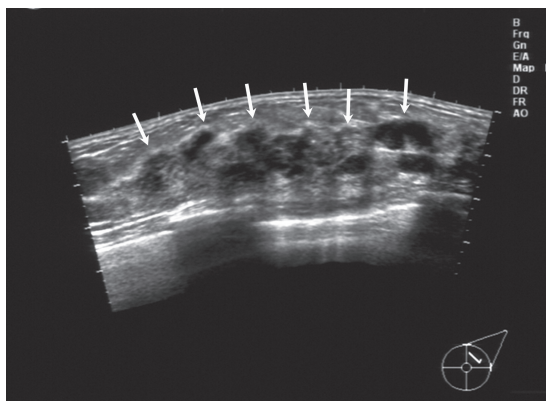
Ultrasonography shows diffuse hypoechoic nodules in bilateral breast.
